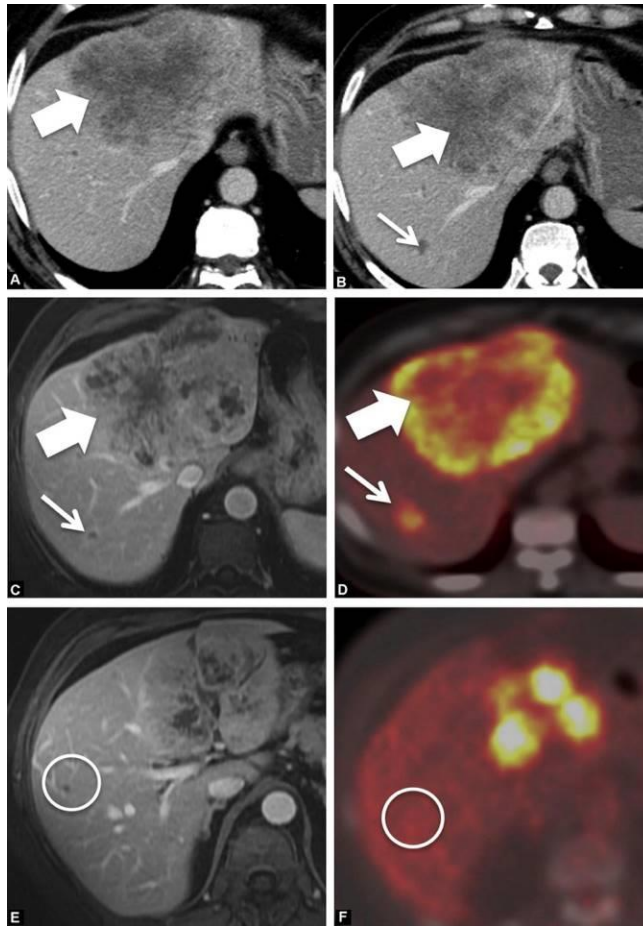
A. TDM hépatique après injection au temps portal : lésion nécrotique, avec rehaussement fibreux, centrée sur les segments 2-4 (flèche épaisse). B. Une seconde lésion hypodense est détectée en TDM dans le segment 7 (flèche fine). C. En IRM, les deux lésions sont en hyposignal central avec rehaussement périphérique (flèches). D. Les deux lésions sont hypermétaboliques au PET-TDM (flèches). E. Découverte d'une autre lésion en IRM injectée au temps portal (cercle). F. Cette troisième lésion n'était vue ni au TDM ni en PET-TDM (cercle). [54]
